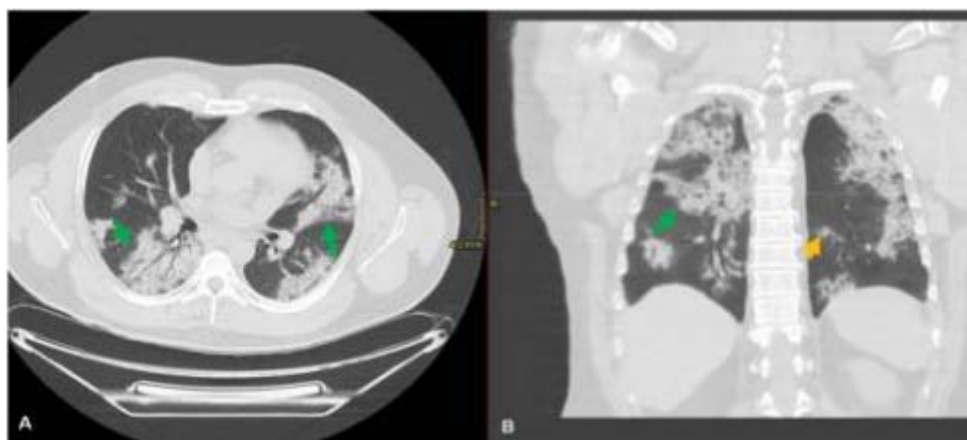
Tomodensitométrie axiale (A) et coronale (TDM) (B) du thorax sans contraste, révélant des opacités bilatérales péri-bronchiques et sous-pleurales (Flèche verte) et des opacités nodulaires péri-bronchiques (Flèche jaune). (103)
